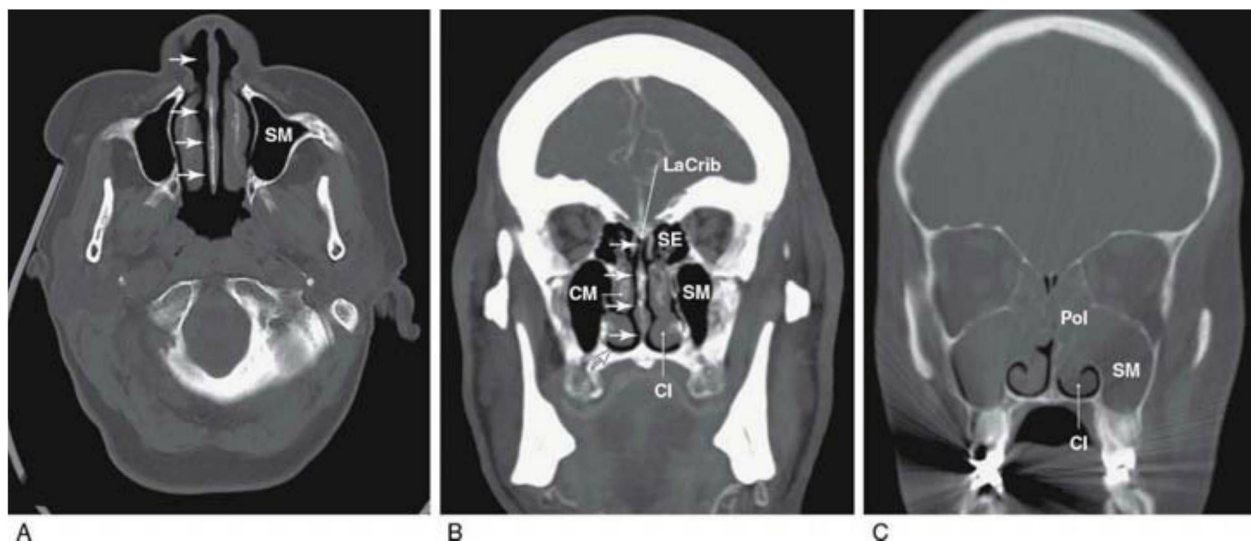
Tomografías computarizadas de las cavidades nasales de pacientes normales (A, axial; B, coronal) y de un paciente con varios pólipos nasales y congestión del seno maxilar (C). Obsérvese que, en los casos normales, las cavidades nasales (A y B, *flechas*) están libres, permitiendo el acceso de los odorantes a la mucosa olfatoria y, en último término, al bulbo olfatorio, que se asienta sobre la lámina cribosa. También están despejados los senos maxilares. Si existen pólipos nasales el paso de los olores por las cavidades nasales se ve significativamente reducido o bloqueado (C); en este paciente están obstruidos los dos lados, sobre todo el izquierdo. C/, cornete inferior; CM, cornete medio; LaCrib, lámina cribosa; Pol, pólipos; SE, seno etmoidal; SM, seno maxilar. (C, *cortesía del Dr. Vinod Anand*.)
